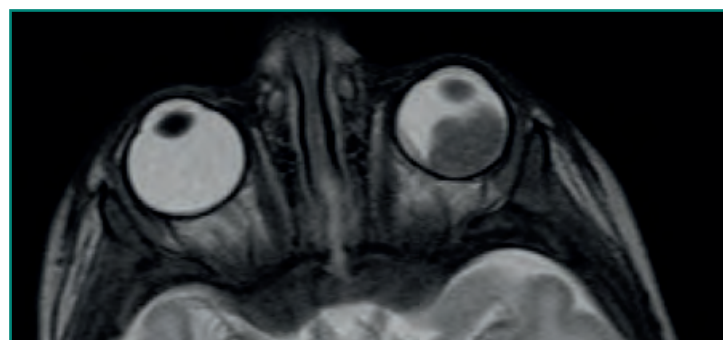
Retinoblastoma. Varón de tres años de edad con pérdida de visión y leucocoria en el ojo izquierdo. Resonancia magnética, corte axial a través de la órbita que muestra una masa intraocular. Biopsia compatible con retinoblastoma.
